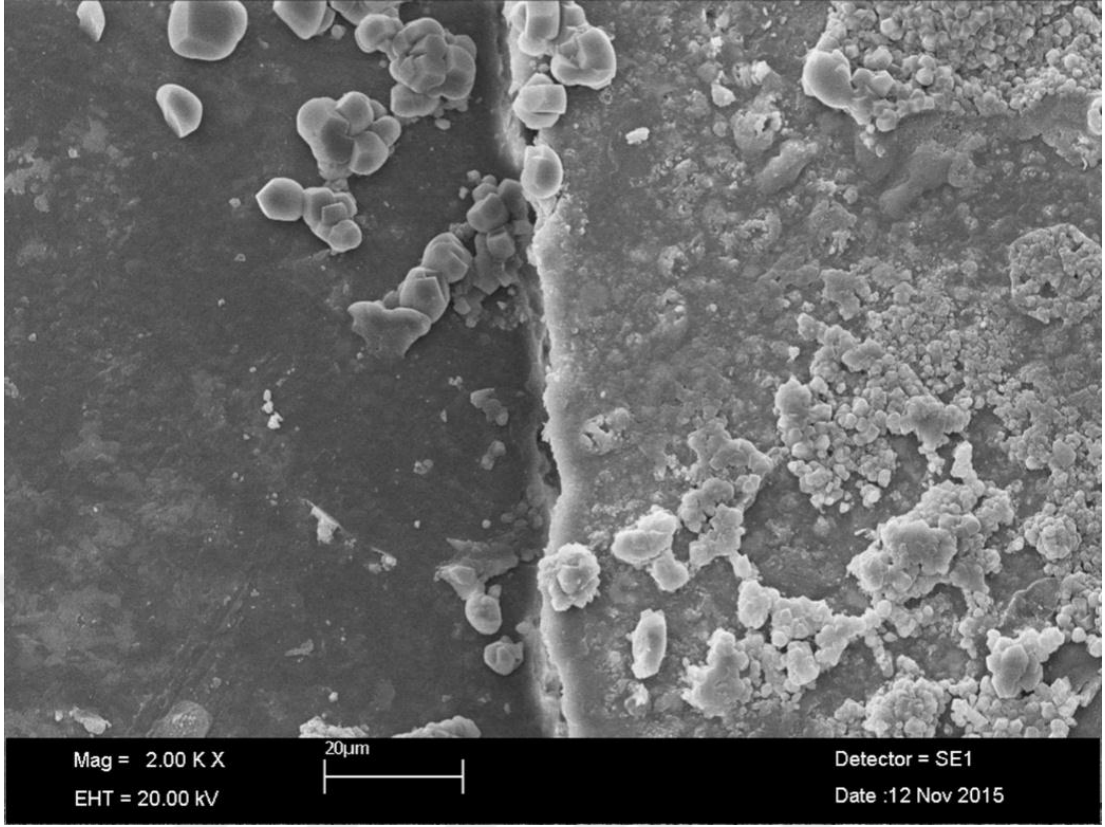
BD+DOM+Ultrasonik grubuna ait örneğin SEM mikrografi.
